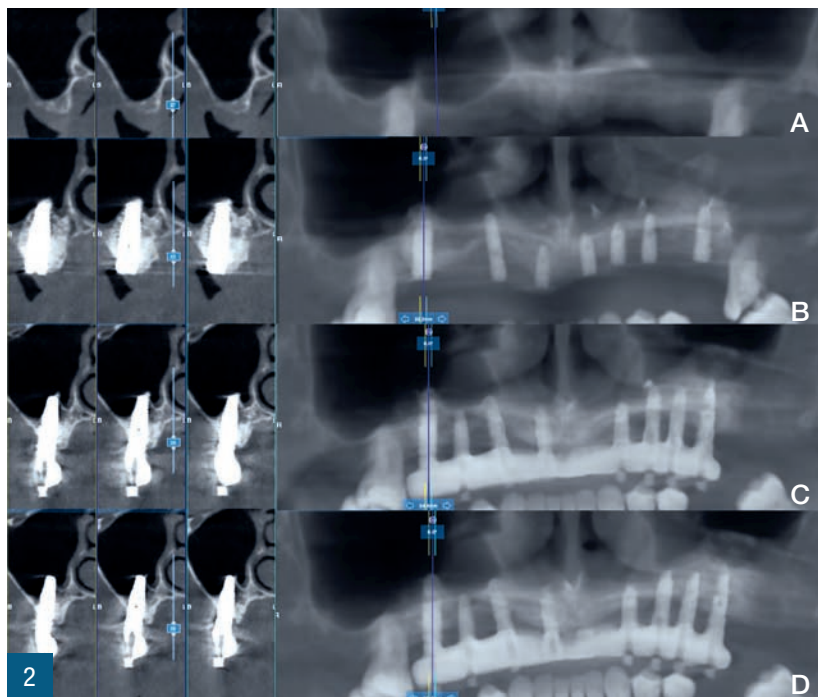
(a) CBCT preoperatoria. (b) CBCT immediatamente postoperatoria. (c) CBCT a 21 mesi. (d) CBCT a 4 anni.
